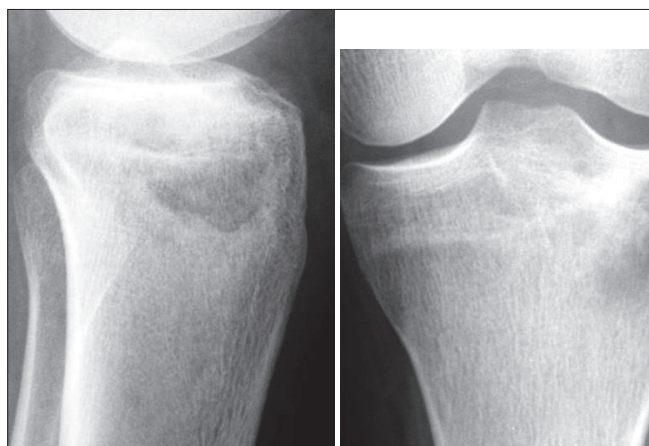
Клиническое наблюдение 1. Пациентка 18 лет. Рентгенологическая картина очага поражения в эпифизе большеберцовой кости после операции
